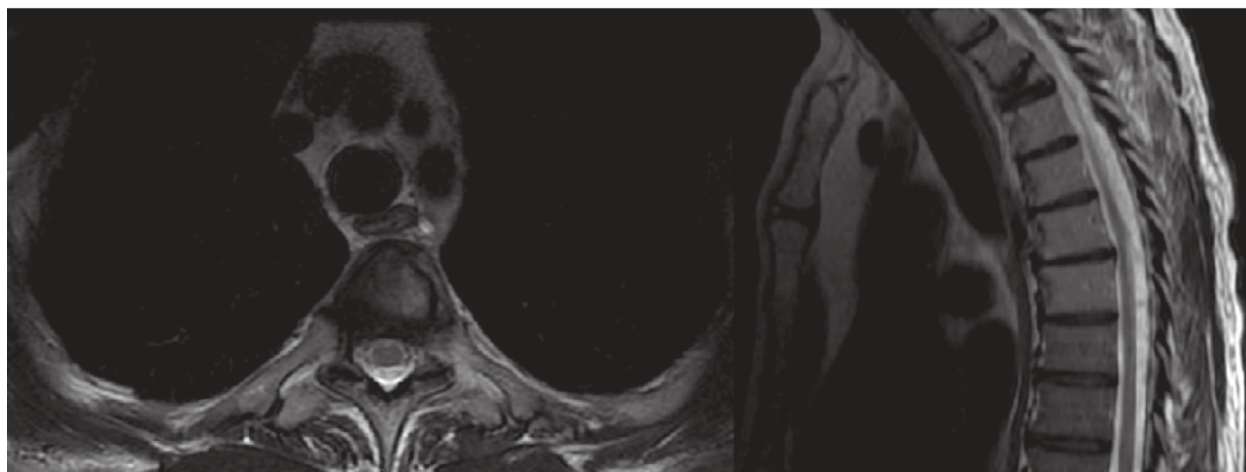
RMN columna posterior a la RT. Respuesta total de las lesiones en la columna.
